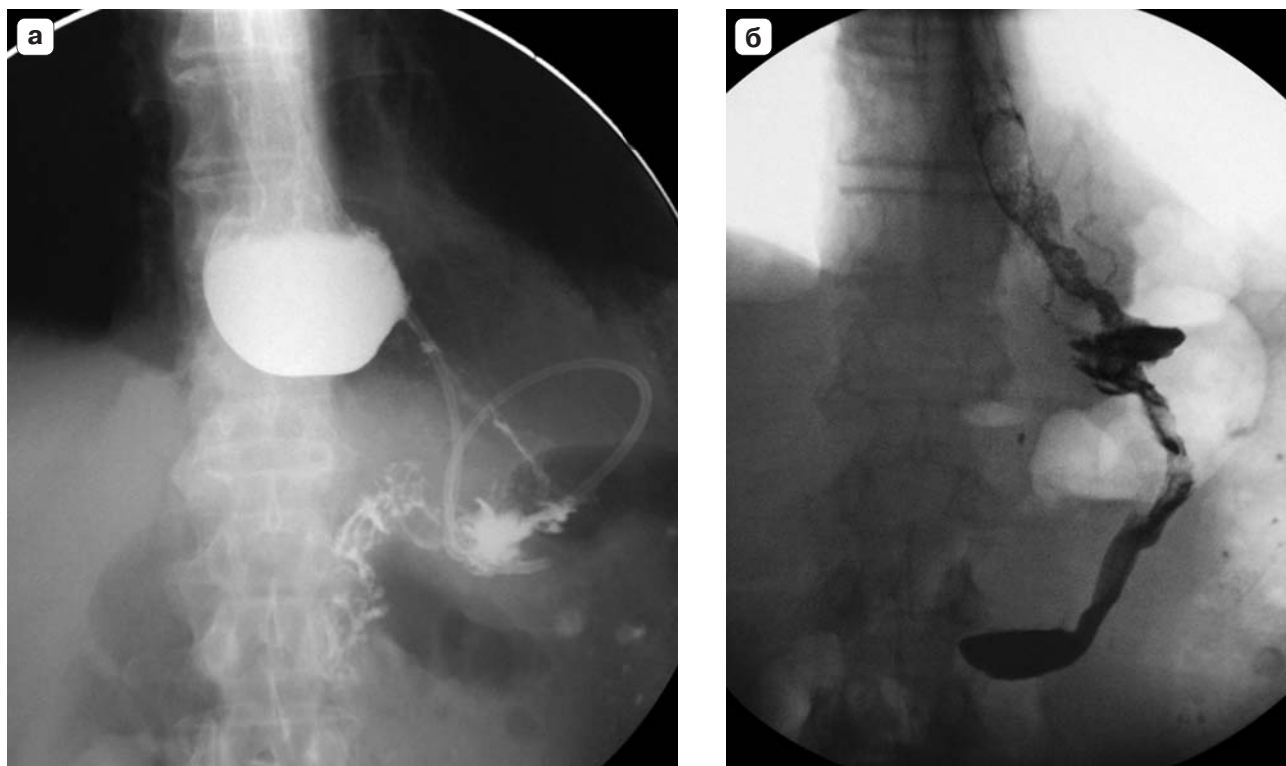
Рентгенограмма. Осложнения после фундопликации Nissen. а – “соскользнувшая” манжетка сдавливает верхнюю часть тела желудка, кардия растянута вследствие нарушенной проходимости и расположена выше уровня диафрагмы, пищевод укорочен, пищеводно-желудочный переход расположен на 4 см выше уровня диафрагмы; б – вид сформированной реконструктивной гастропликационной манжетки.
